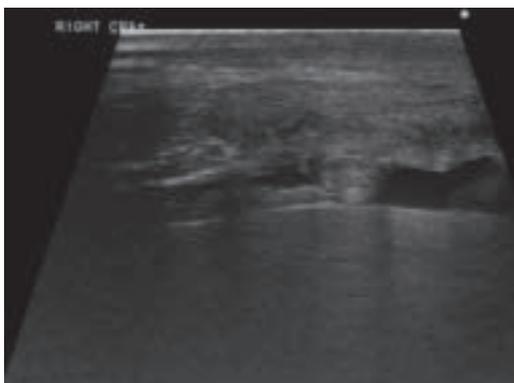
Ultrasonographisches Bild einer Hernie mit deutlichen Verklebungen zwischen Darmteilen und der Bauchwand.
